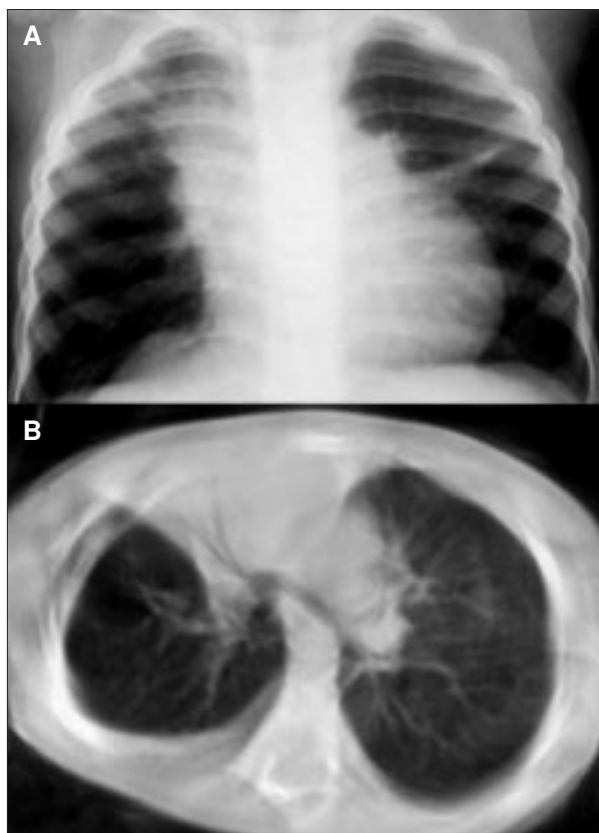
Caso 3. A) Radiografía de tórax: neumonía de lóbulo superior derecho y de la lingula con pérdida de volumen. Afectación segmentaria del lóbulo superior izquierdo. B) TC torácica: atelectasia del lóbulo medio.
